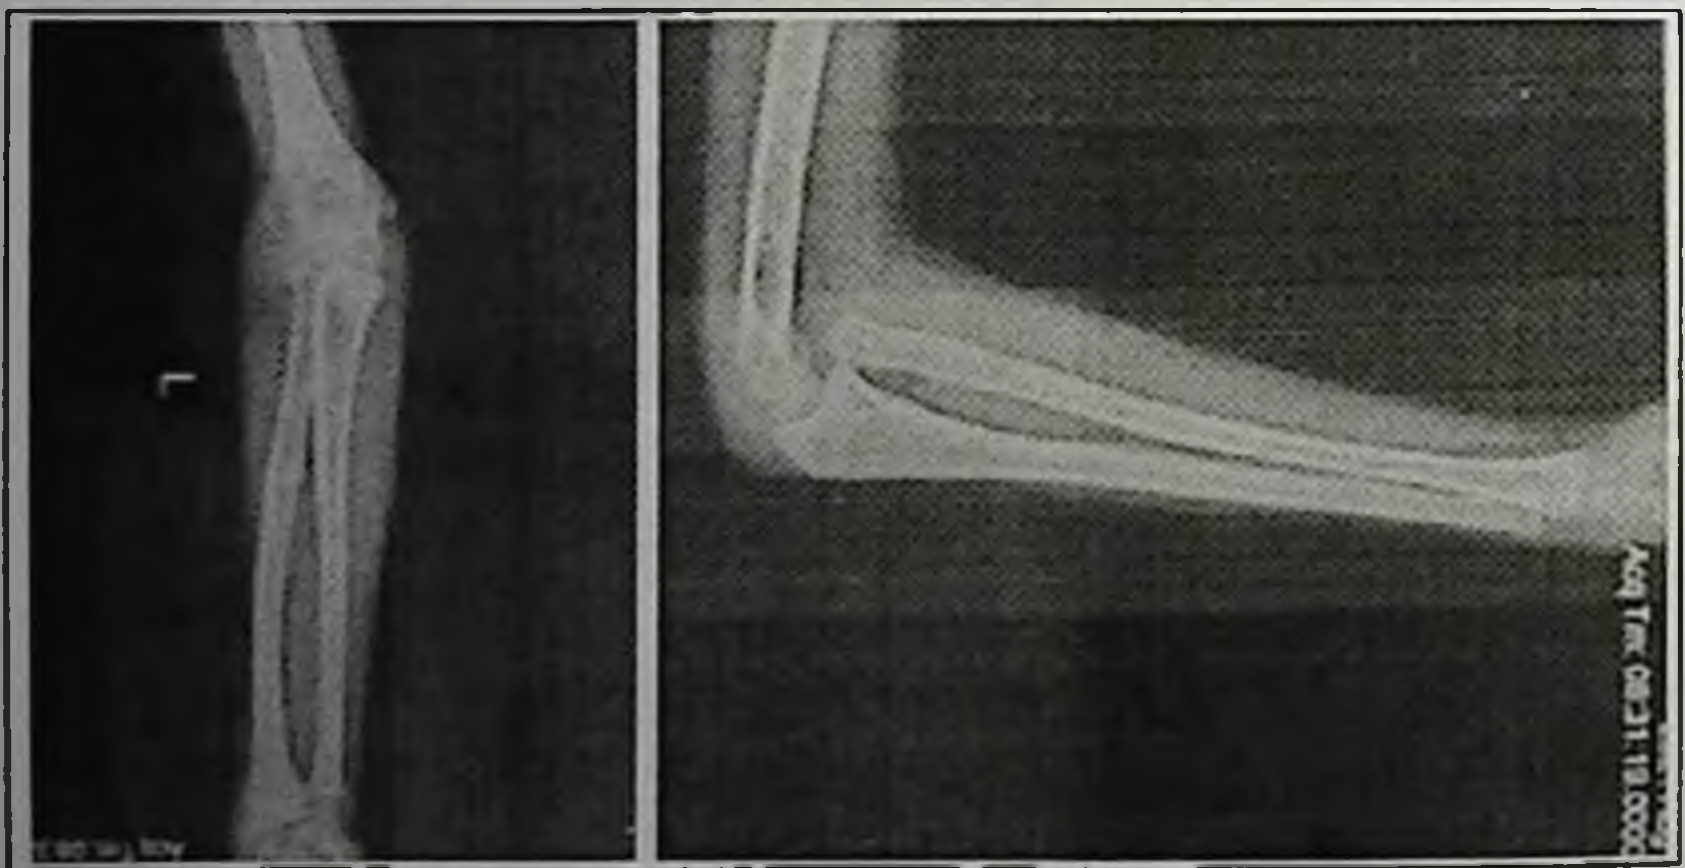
Рентгенограмма больной Д. 2015 г.р. при поступлении.
